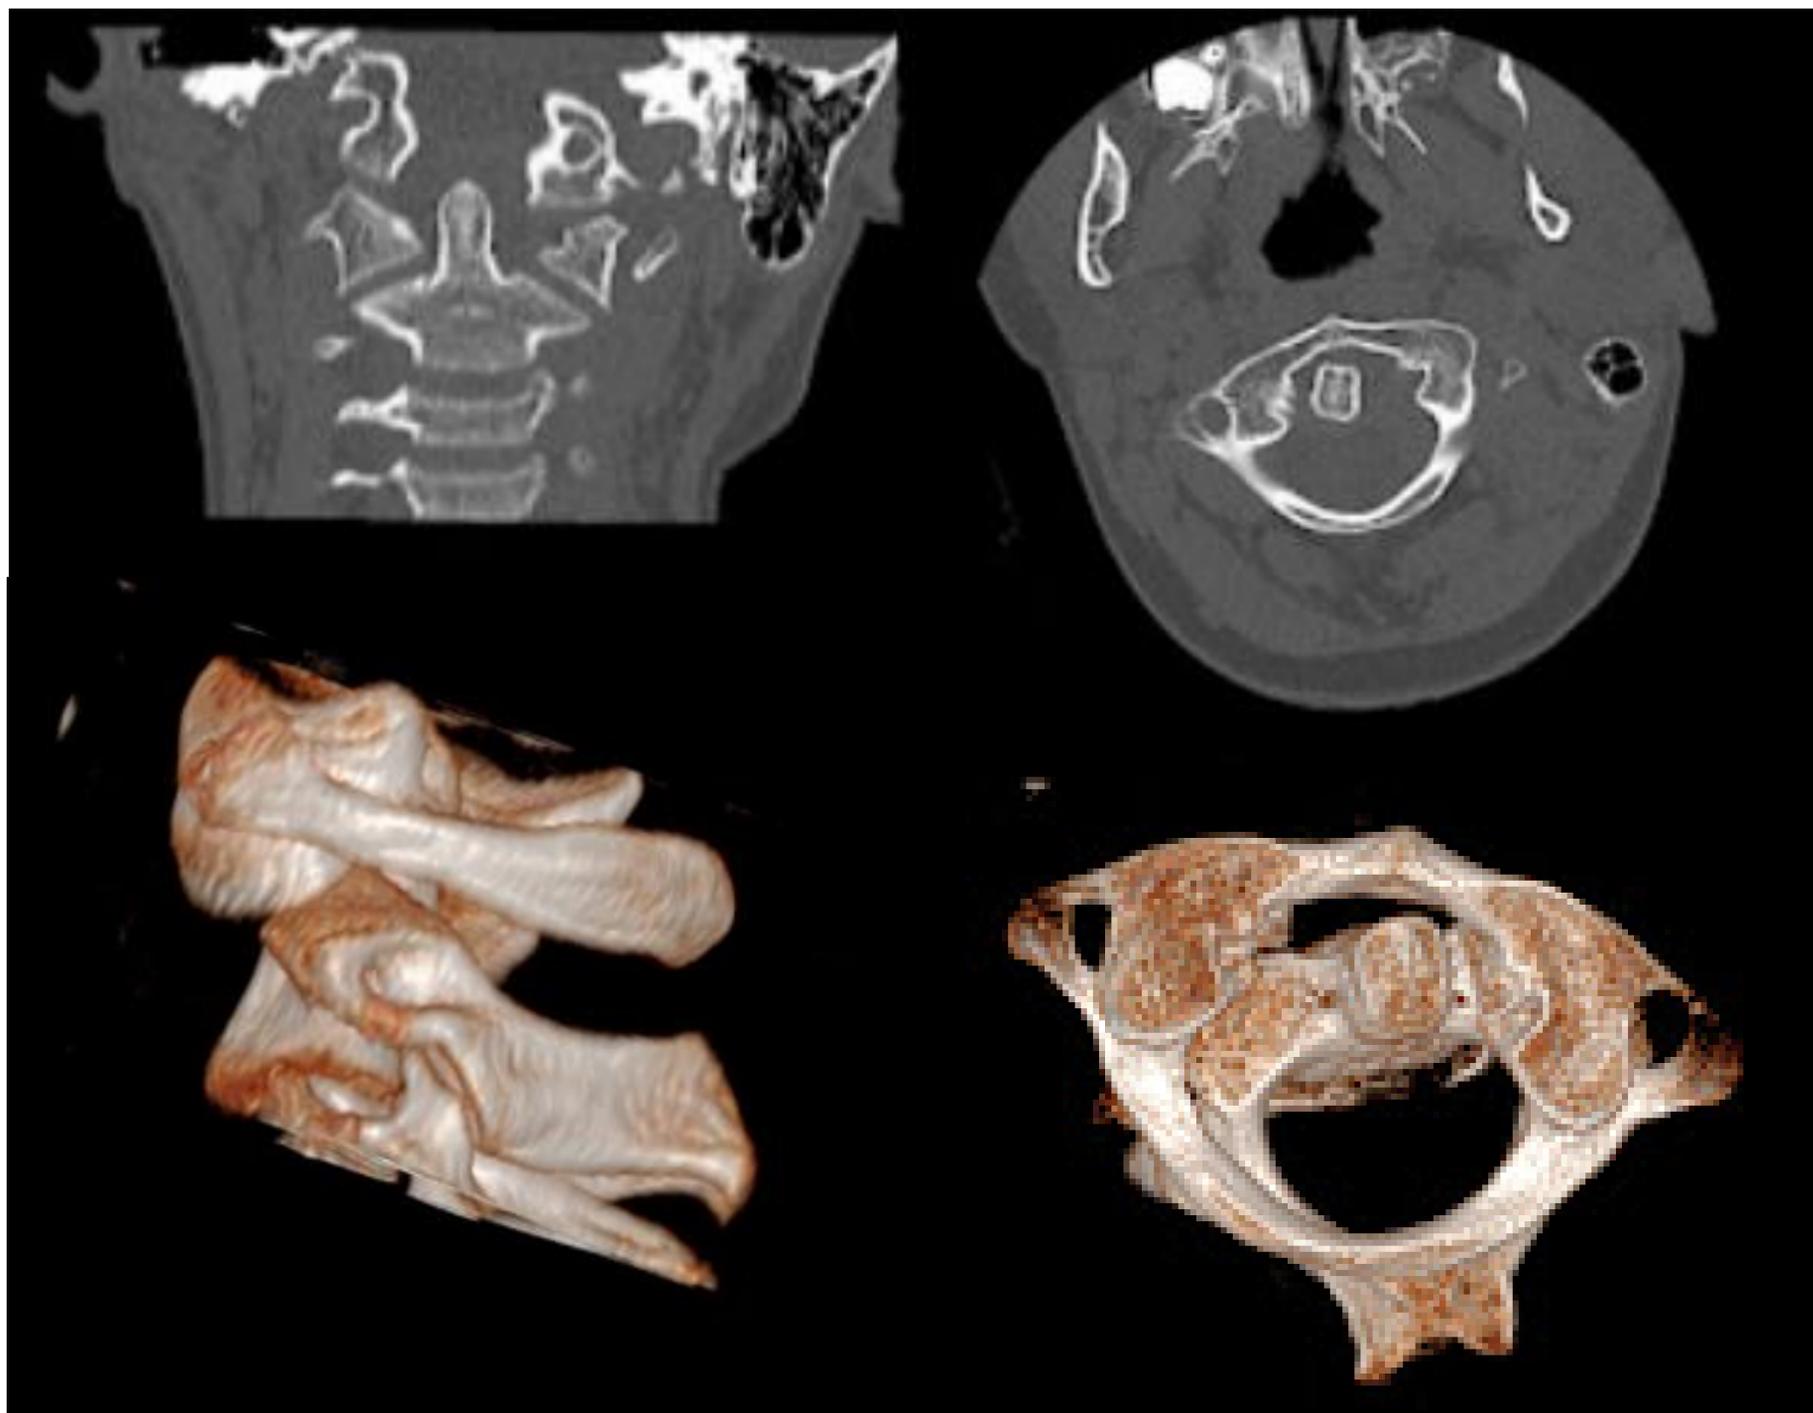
TC cervical con reconstrucción en 3D: se observa subluxación atloaxoidea con traslación rotatoria anterior de la masa lateral izquierda del atlas y traslocación posterior de la masa lateral derecha, sin desplazamiento anterior, compatible con subluxación grado I.
